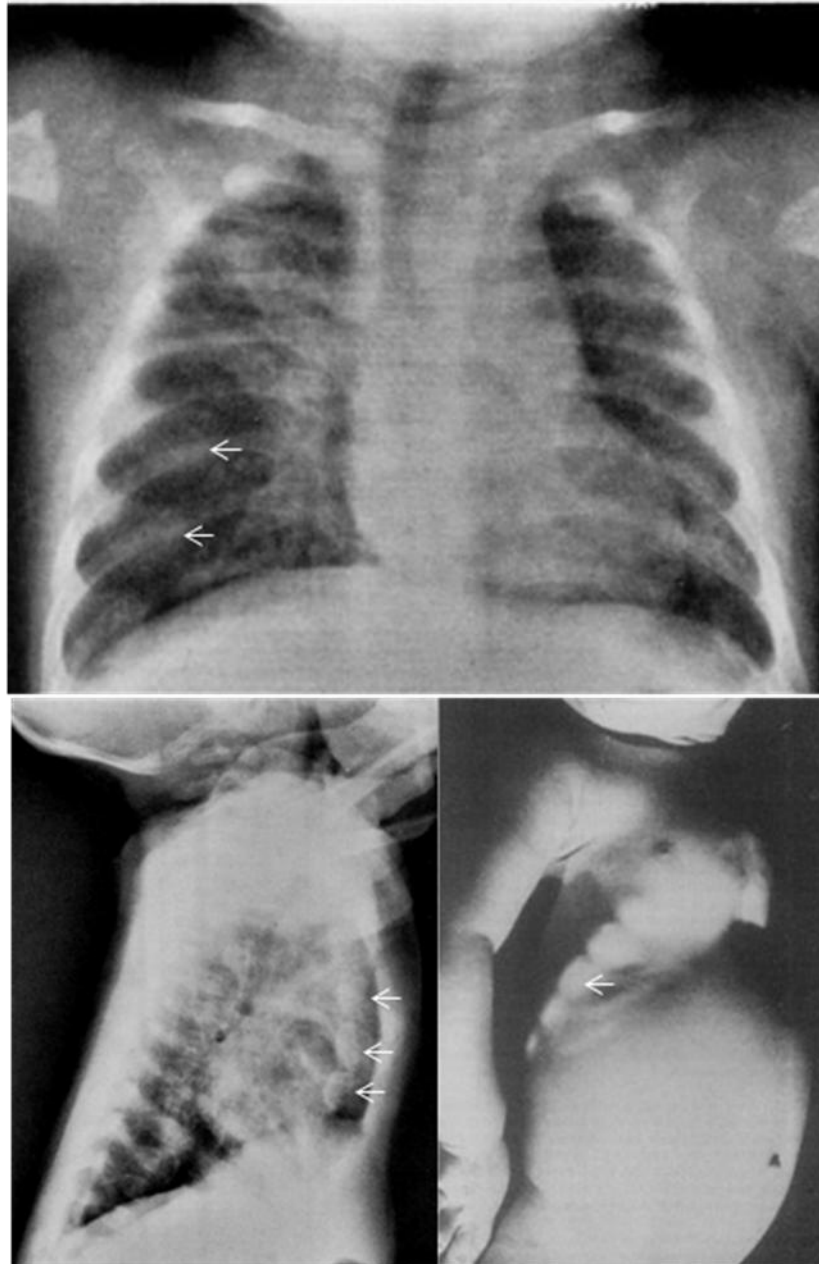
106. Radiografía Anteroposterior y lateral de un paciente de 5 meses de edad que muestra los extremos de las costillas aumentados de tamaño (flechas), vértebras dorsales mal definidas, osteopenia de las metáfisis proximales de los húmeros, y fibrosis y atelectasias pulmonares. A la derecha fotografía de un lactante con el signo del rosario raquítico.
